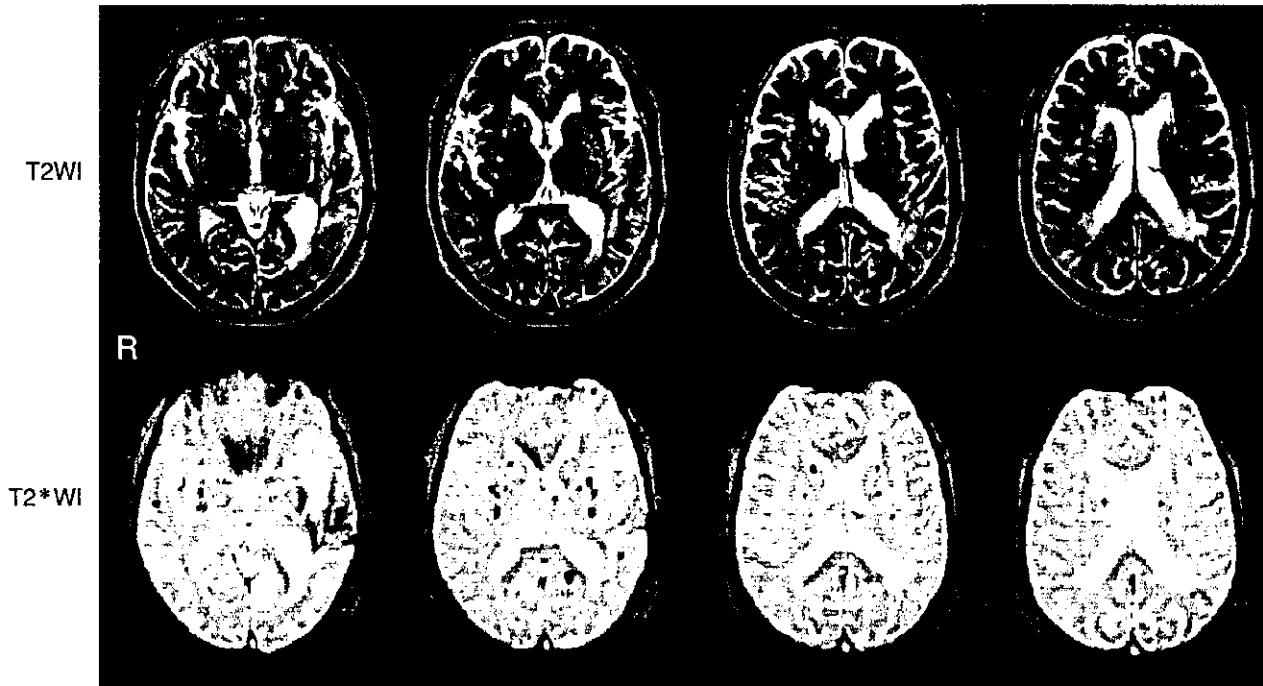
左側頭葉皮質下出血の 62 歳、男性における MRI 画像
